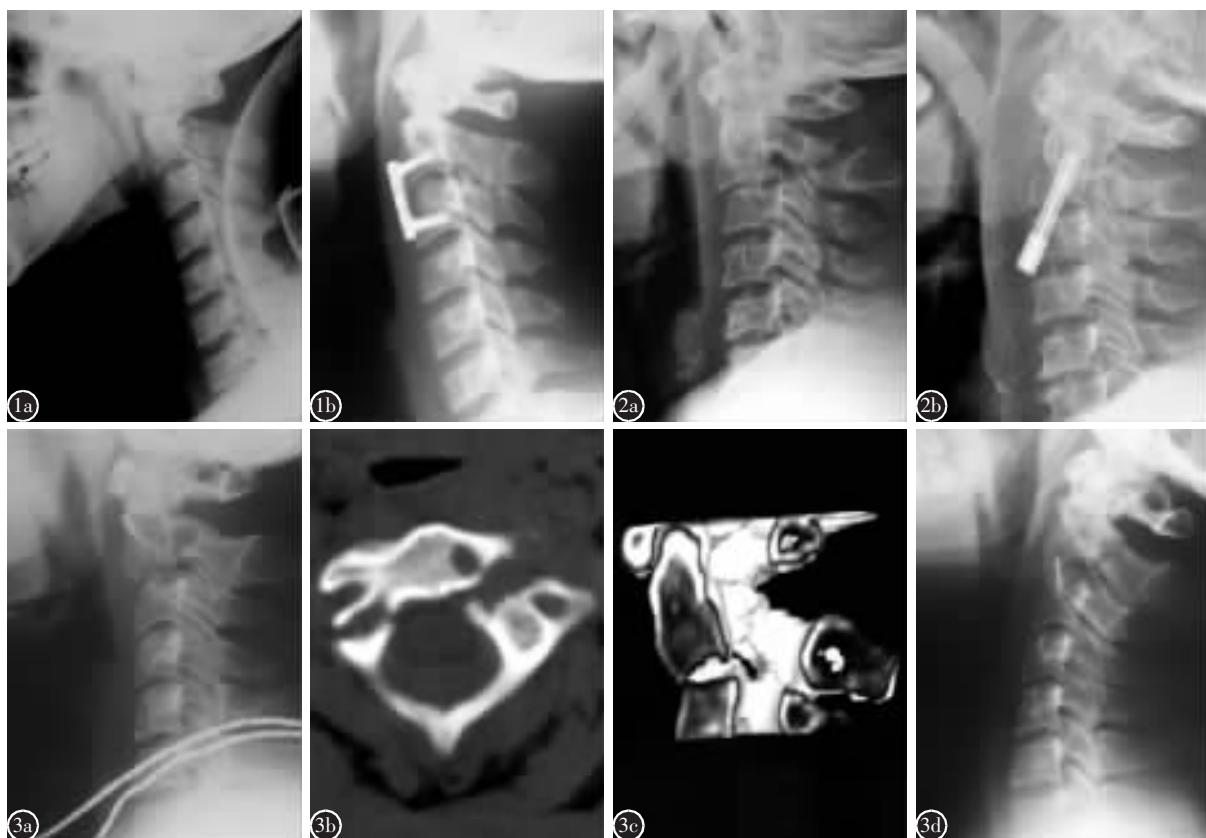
a IIa 型 Hangman 骨折术前 X 线片示 C2、C3 椎体间成角明显 b 前路钛合金钢板内固定、椎间植骨融合术后 5 个月 X 线片示 C2、C3 椎体间成角完全纠正, 骨折获得骨性融合 图 2 a II 型 Hangman 骨折术前 X 线片示 C2 椎体前脱位 b C2~C3 前路椎体螺钉内固定、椎体表面颗粒状植骨融合术后 3 个月 X 线片示 C2 复位满意, 骨折获得骨性融合 图 3 a IIa 型 Hangman 骨折术前 X 线片示 C2、C3 椎体间成角明显 b 术前 CT 平扫显示椎体内存在骨囊肿 c 术前 CT 重建显示椎体内存在骨囊肿 d C2~C3 前路椎间融合器(solis)植入融合术后 5 个月 X 线片示 C2、C3 椎体间轻微成角, 椎间融合器无移位, 骨折获得骨性融合
